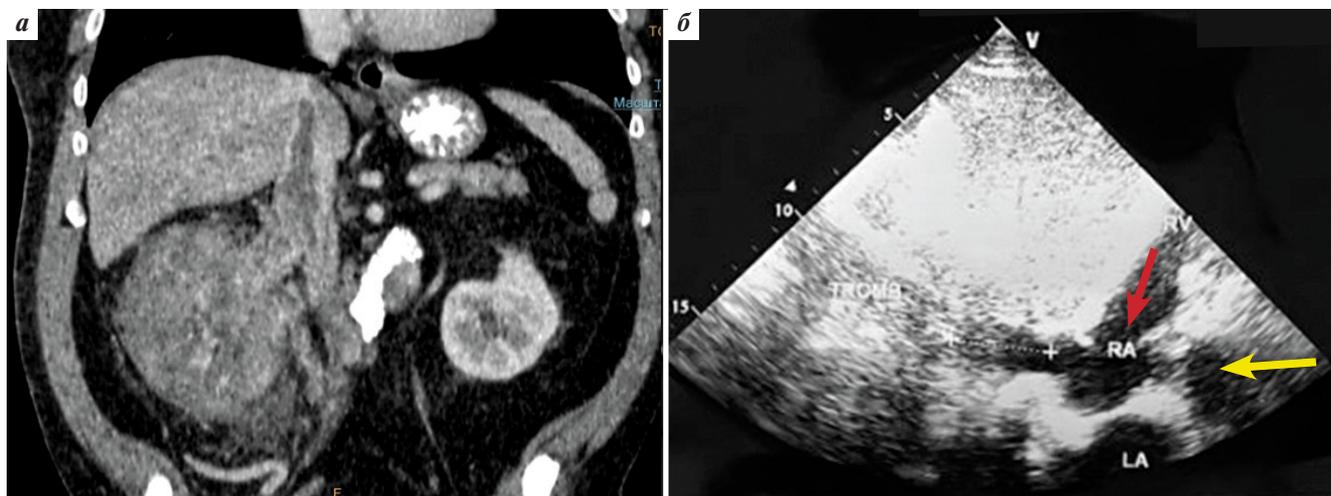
Предоперационные данные: а – компьютерная томограмма. Опухоль правой почки, опухолевый тромб нижней полой вены III уровня; б – ультразвуковое исследование положения опухолевого тромба в нижней полой вене III уровня, расстояние (красная стрелка) до правого предсердия (желтая стрелка)
